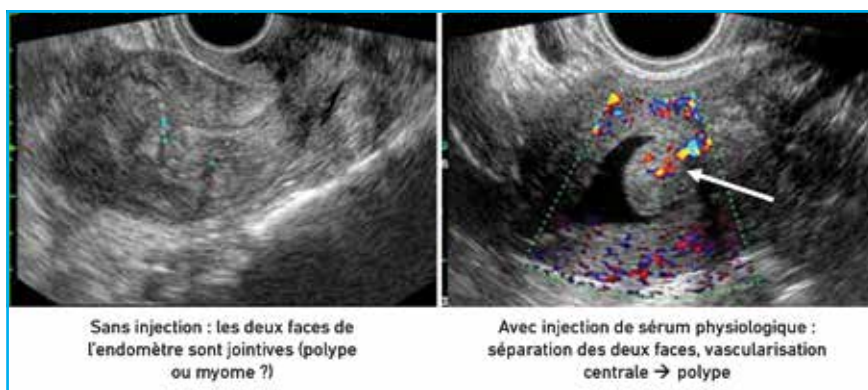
Aspect en hystérosonographie d'un polype utérin. La flèche blanche indique la vascularisation centrale du polype.
